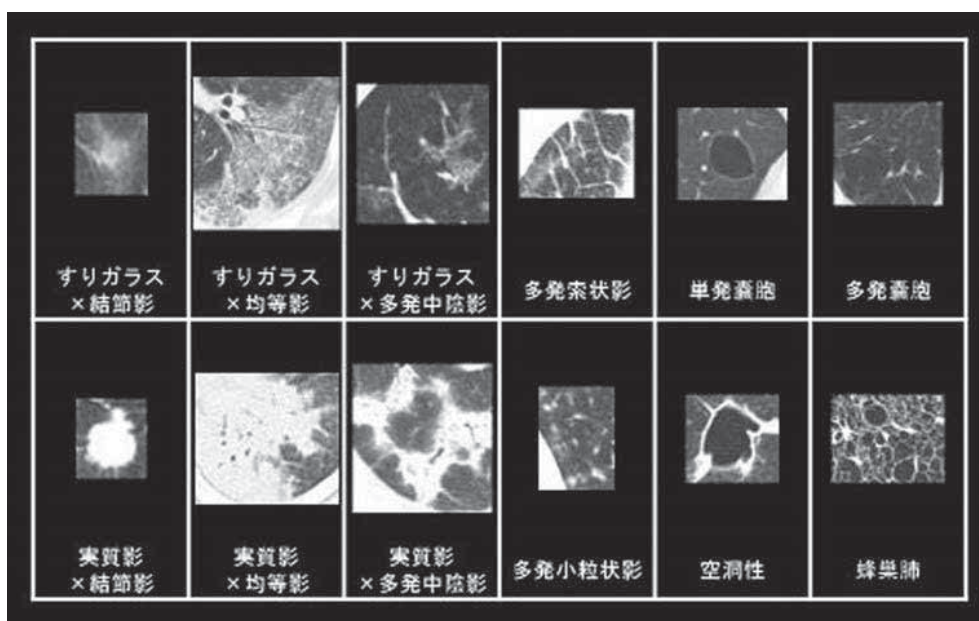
胸部CT類似症例システムデータベースの病変カテゴリ分類
